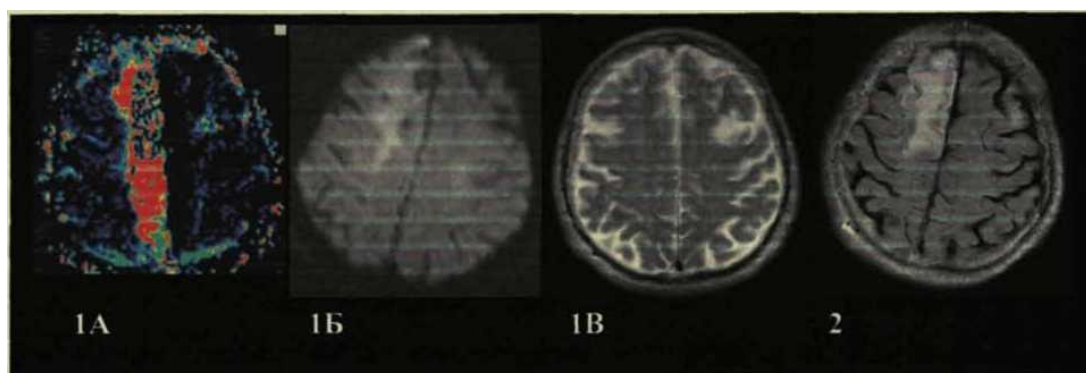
1А - ПВ-МРТ при поступлении, 1Б - ДВ-МРТ при поступлении, 1В - Т2ВИ при поступлении, 2 - Т2df спустя 21 день от начала инсульта. Отсутствие изменений на первом Т2ВИ (исследование выполнено спустя 3 ч от начала инсульта), при наличии гиперинтенсивного очага по ДВ-МРТ (первоначальное ишемическое повреждение), зона гипоперфузии по ПВ-МРТ. Четкая визуализация инфаркта на Т2df спустя 21 день.
